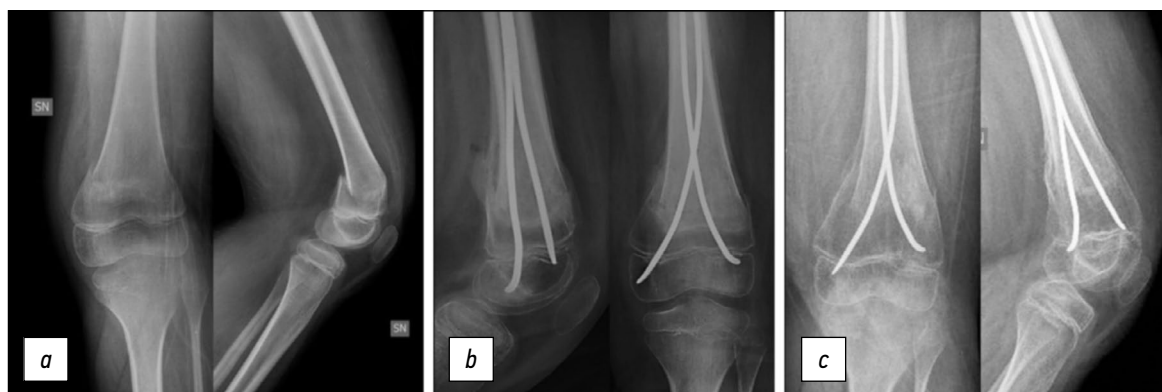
Пациент А., 11 лет. Закрытый надмыщелковый перелом бедренной кости, рентгенограммы бедра: *a* — перелом; *b* — 4 недели после операции, стержни введены антеградно до дистального эпифиза; *c* — через полтора года после операции: видно возобновление роста кости, ремоделирование костной мозоли.
